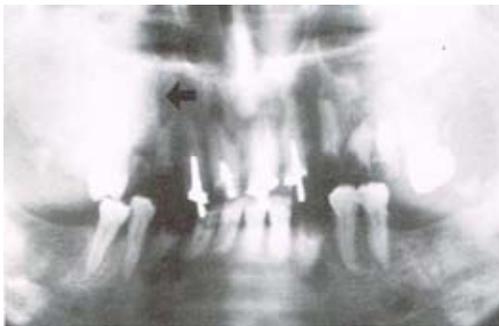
Ortopantomografía Osteoma osteoide.²⁹
